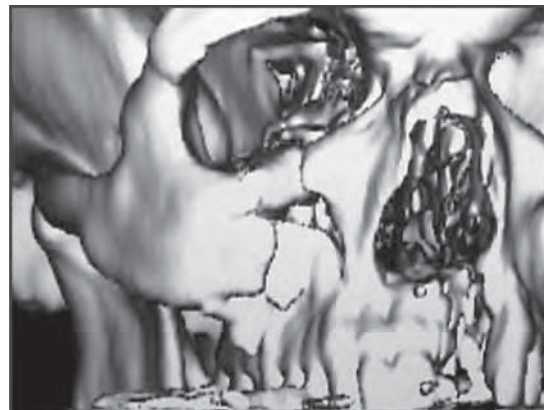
/7. TAC helicoidal. Reconstrucción espacial. Se observa fractura del piso de la órbita y del maxilar superior derecho.
